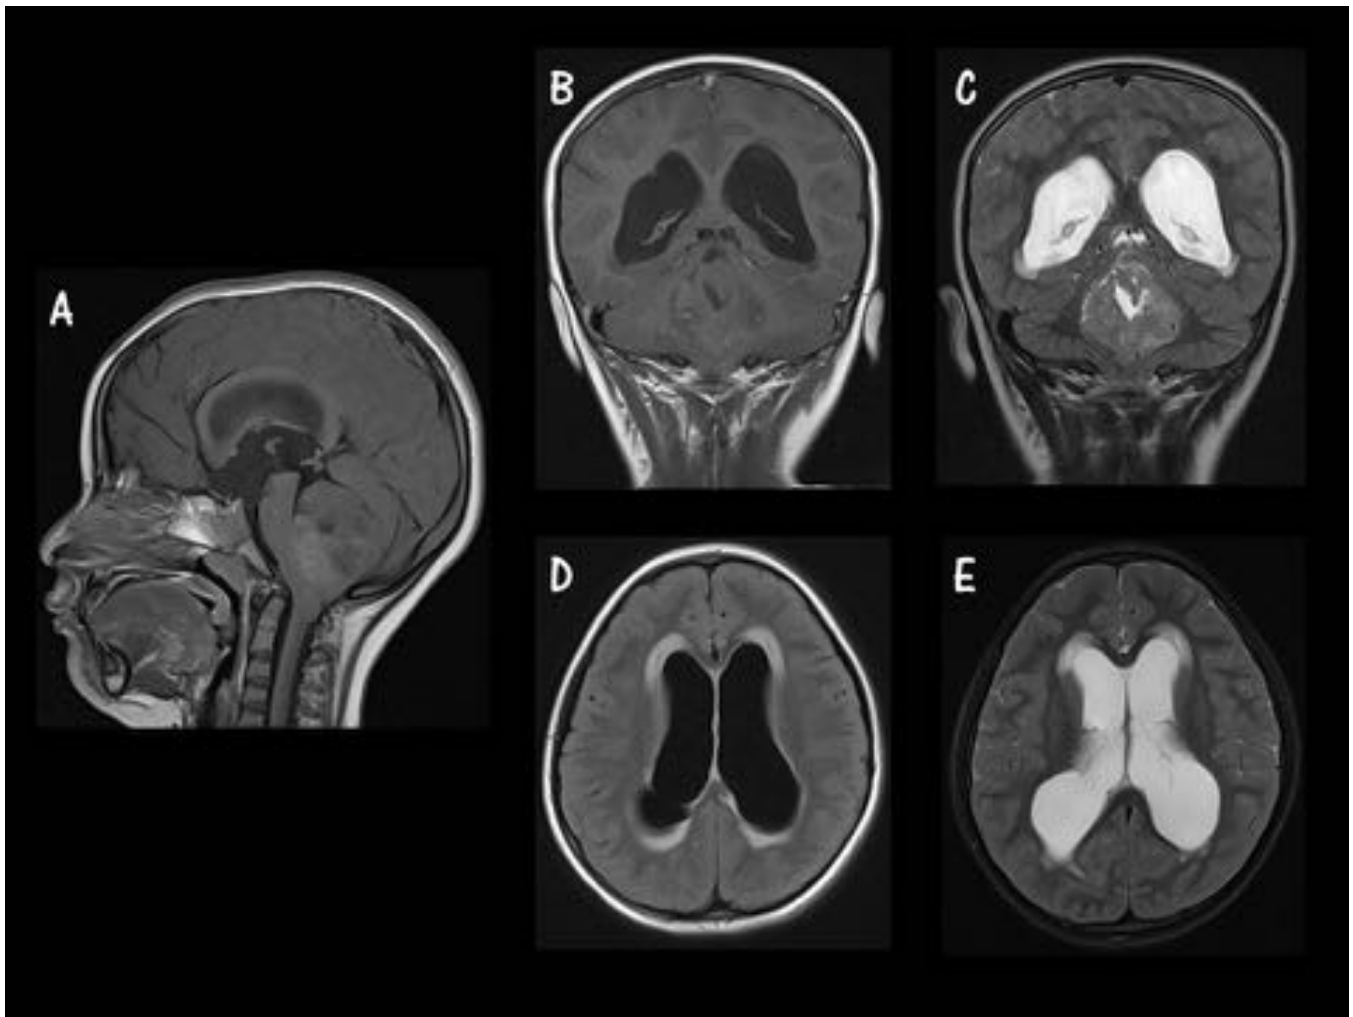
MB TIPICO. Caso 2. Parte A. A. Sagital T1 sin GD. B. Coronal T1 sin GD. C. Coronal T2 FS. D. Axial FLAIR. E. T2 FS. Masa en fosa posterior, a nivel de la línea media, dentro del IV ventrículo, que origina importante hidrocefalia obstructiva activa, apreciando un aumento de tamaño de ambos ventrículos laterales y edema transependimario asociado.
